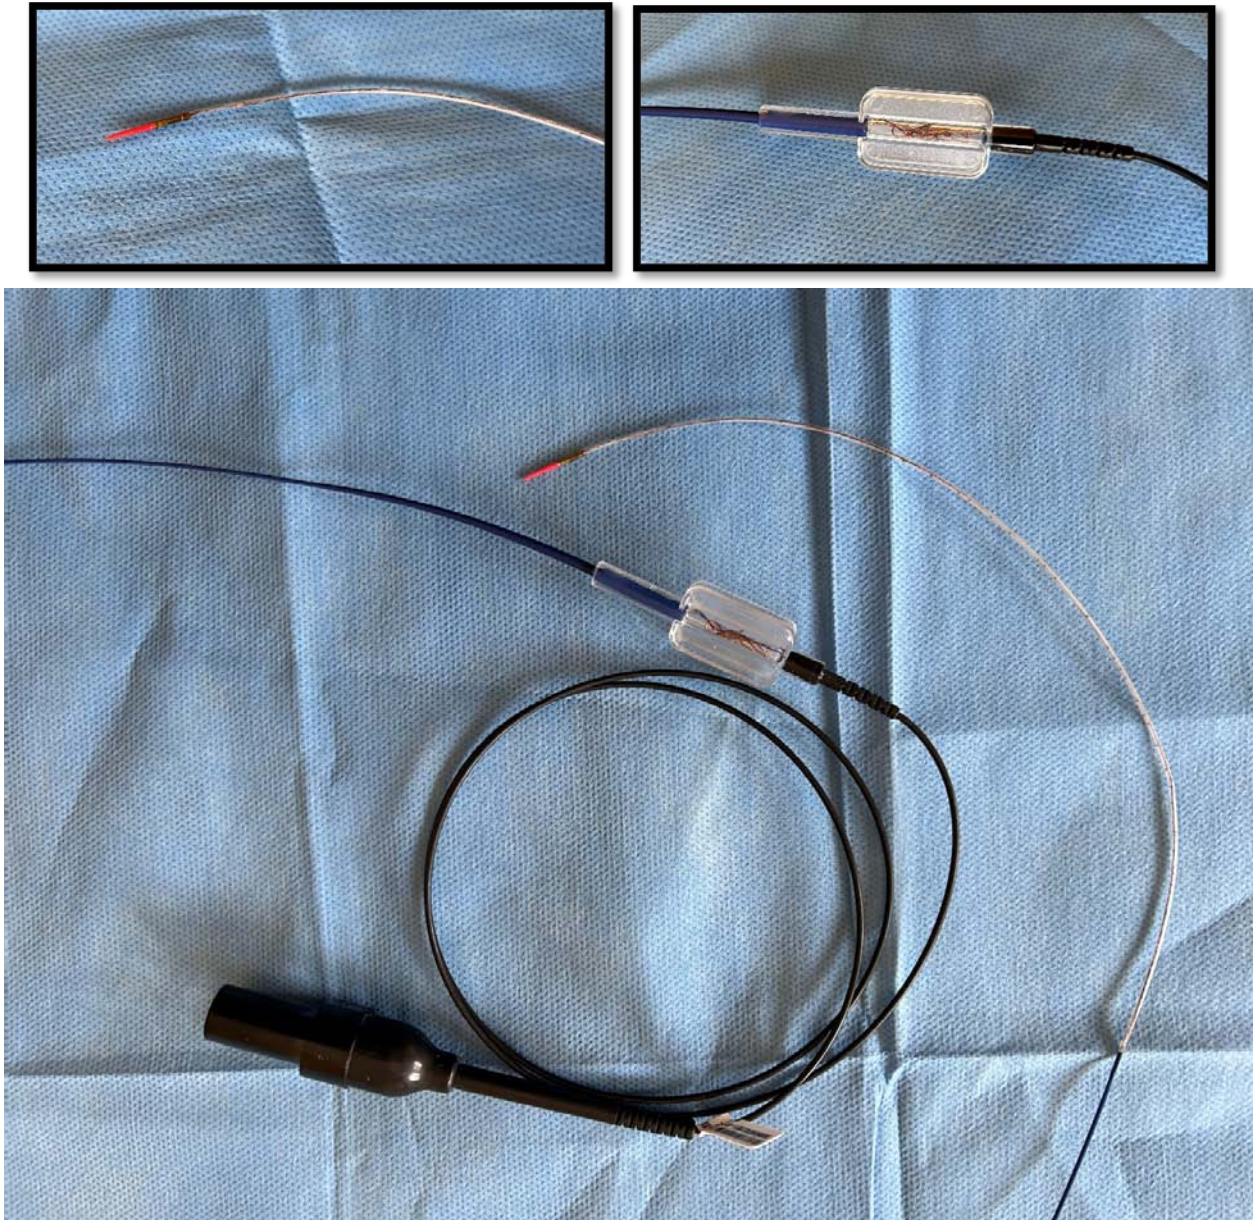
Sonde d'échographie endocoronaire utilisée dans notre étude, de marque Eagle Eye Platinum digital IVUS Catheter (Philips Medical System).
